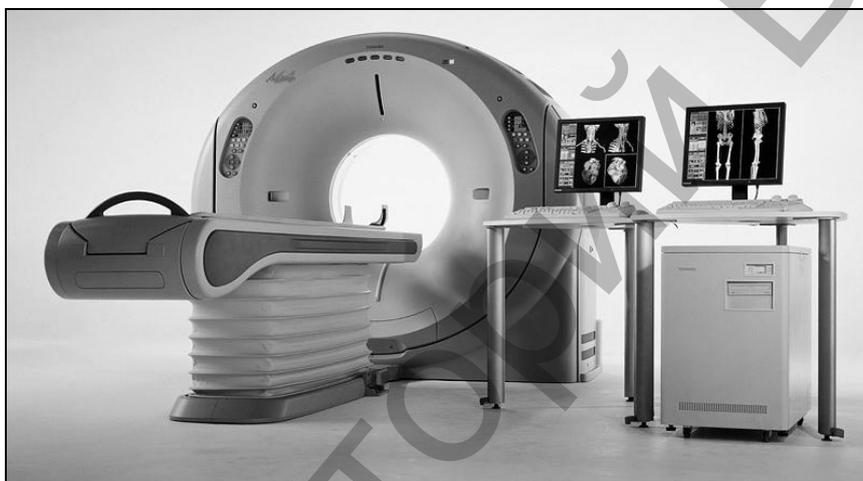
Компьютерная рентгеномография.
